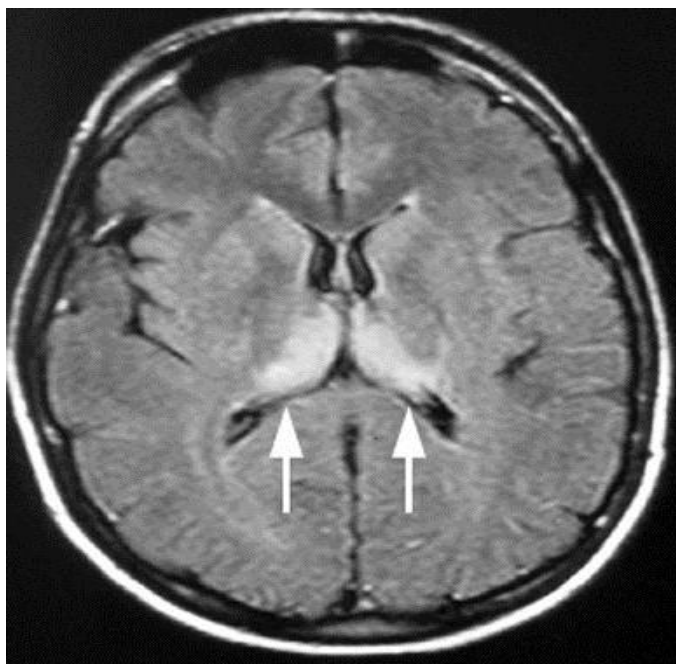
RM en FLAIR. Hiperintensidad en tálamo (signo del “palo de hockey”) (flechas) ^[27].
